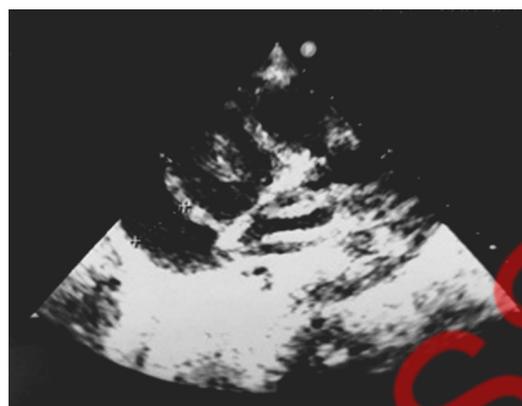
Эхокардиограмма: свободная жидкость в полости перикарда до 17 мм
